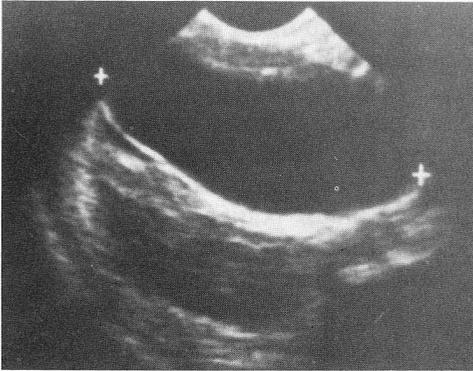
Ecografía abdominal: Vesícula biliar enormemente distendida con aumento del diámetro anteroposterior, sin engrosamiento de la pared*
